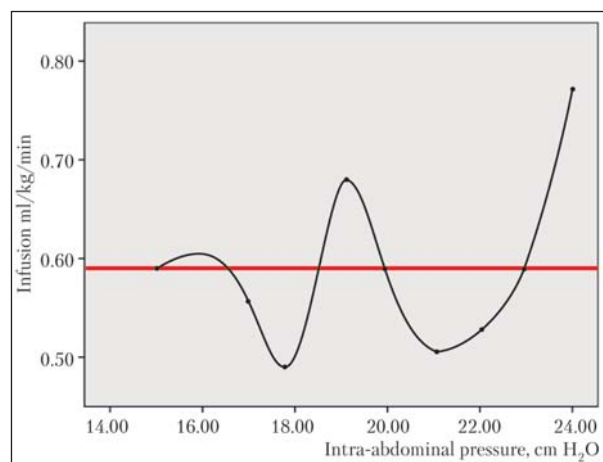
Влияние объема интраоперационной инфузионной терапии на уровень внутрибрюшного давления в 1-е сутки послеоперационного периода.
